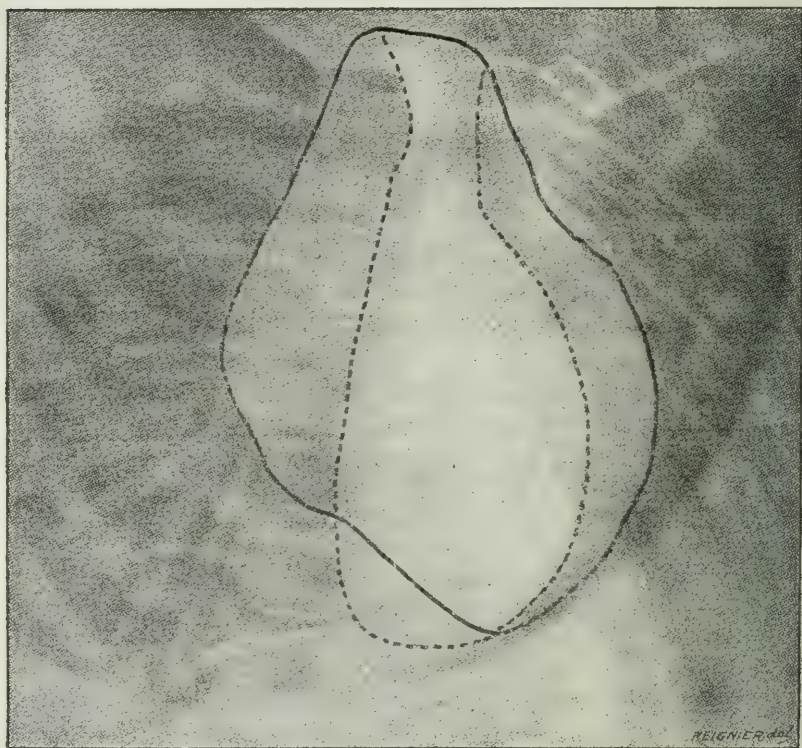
Radiographie d'une tumeur du médiastin, par Aubourg.
